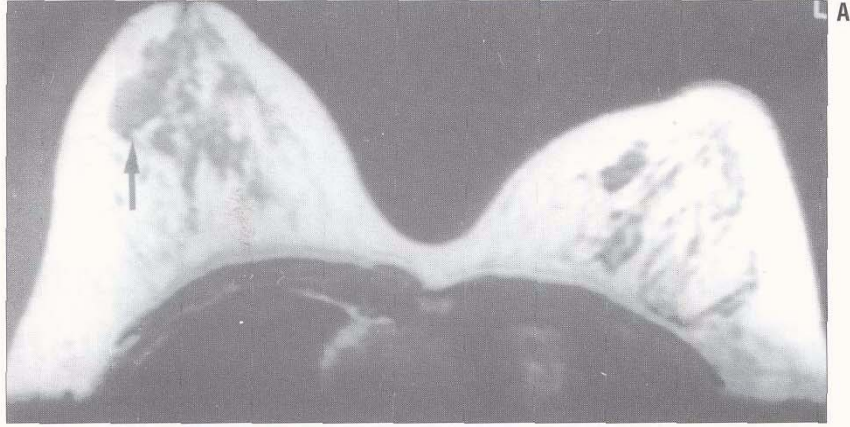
Görüntüler histopatolojik olarak invazif duktal karsinom tanısı alan, sağ memede santral yerleşimli önden arkaya, aşağıdan yukarıya uzanım gösteren kitle lezyonu olan 40 yaşındaki kadın olgudan alınmıştır. A. Kontrastsız T1 A MRG'de (500/4,6; 70° flip angle) kötü sınırlı, önden arkaya uzanım gösteren, önde cilt altı kalınlaşmasına yol açan hipointens kitle lezyonu izlenmektedir. B. Kontrastlı T1 A MRG'de (500/4,6; 70° flip angle) hem kitle lezyonu hemde cilt altı dokuda heterojen kontrastlanma izlendi. C. Subtraksiyon yöntemiyle elde edilen MRG'de kitle lezyonu ve cilt altı dokuda kontrastlanma doğrulanıp, kontrastlanmanın en yoğun olduğu yerde lezyonun zamana karşı sinyal intensite eğrisi hızlı bir şekilde kontrast tutulumu sonrası platoya ulaşmasıyla malign kabul edildi. D. Pron lateral Tc^{99m} tetrofosmin (TF) planar sintimamografide (SMG) sağ memede lezyon bölgesinde ve aksillada fokal TF tutulumu malignite lehine yorumlandı. İnvaziv duktal karsinom tanısı alan 96 mm'lik kitle lezyonu basit mastektomiyle çıkarıldı.
